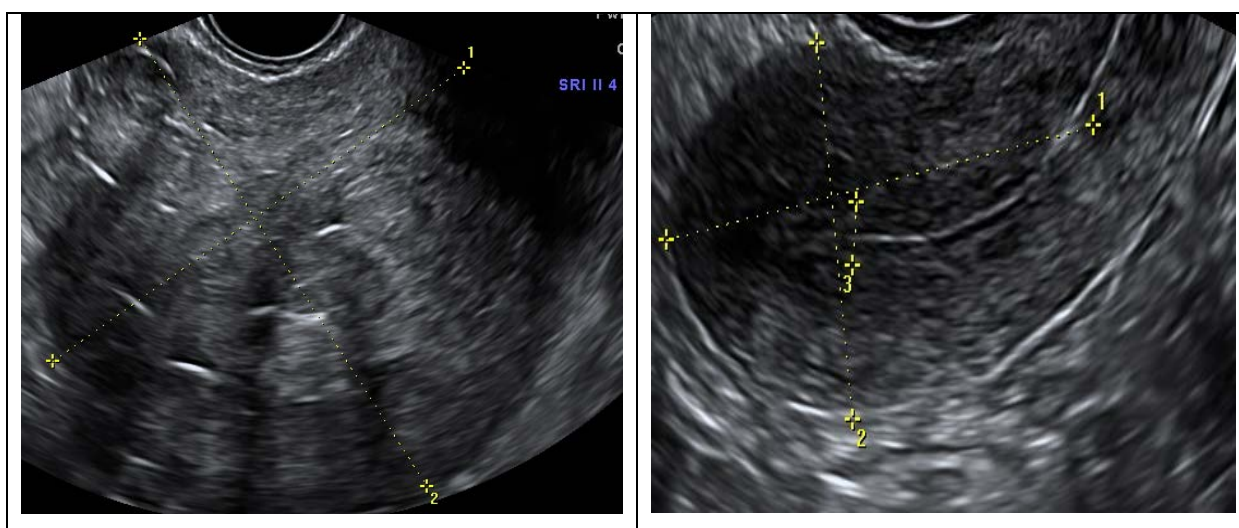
УЗИ до и после лапаротомической миомэктомии
